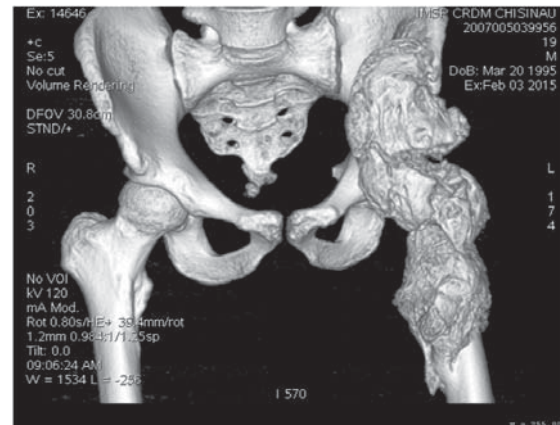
CT a bazinului, incidență axială.
